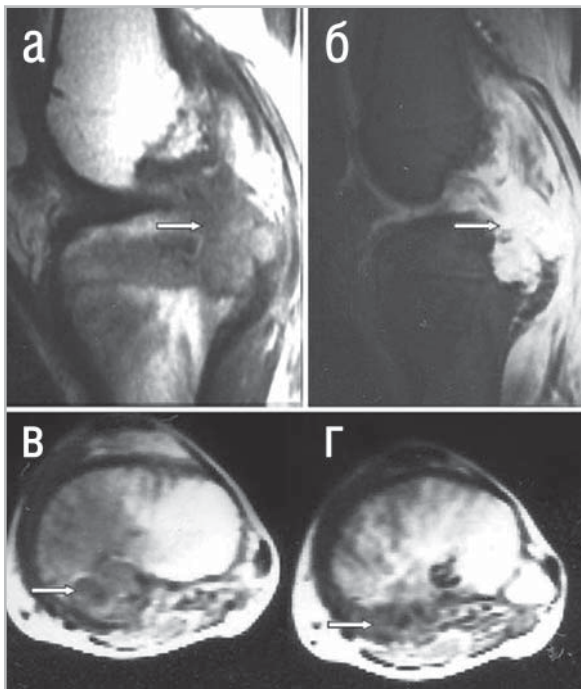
Б-ая З., 16 лет. Хондробластома левой большеберцовой кости. МРТ верхней трети левой голени. Сагиттальная плоскость T1ВИ SE (А) и T2ВИ GE (Б), аксиальная плоскость T1ВИ SE (В, Г). В заднем секторе проксимального эпифиза большеберцовой кости определяется образование, гетерогенное по сигналу, за счет гипоинтенсивных включений, как на T1ВИ SE (стрелка), так и на T2ВИ GE (стрелка). Опухоль имеет четкие полициклические контуры. На срезах в аксиальной плоскости также видны гипоинтенсивные участки, обусловленные вкраплениями кальция (стрелка).
